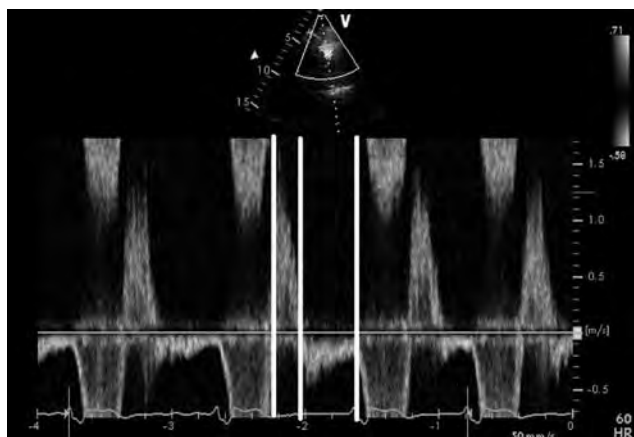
Immagine Doppler di IP severa. Il rapporto tra la durata dell'onda Doppler dell'IP rispetto all'intera diastole conferma la severità dell'IP.
